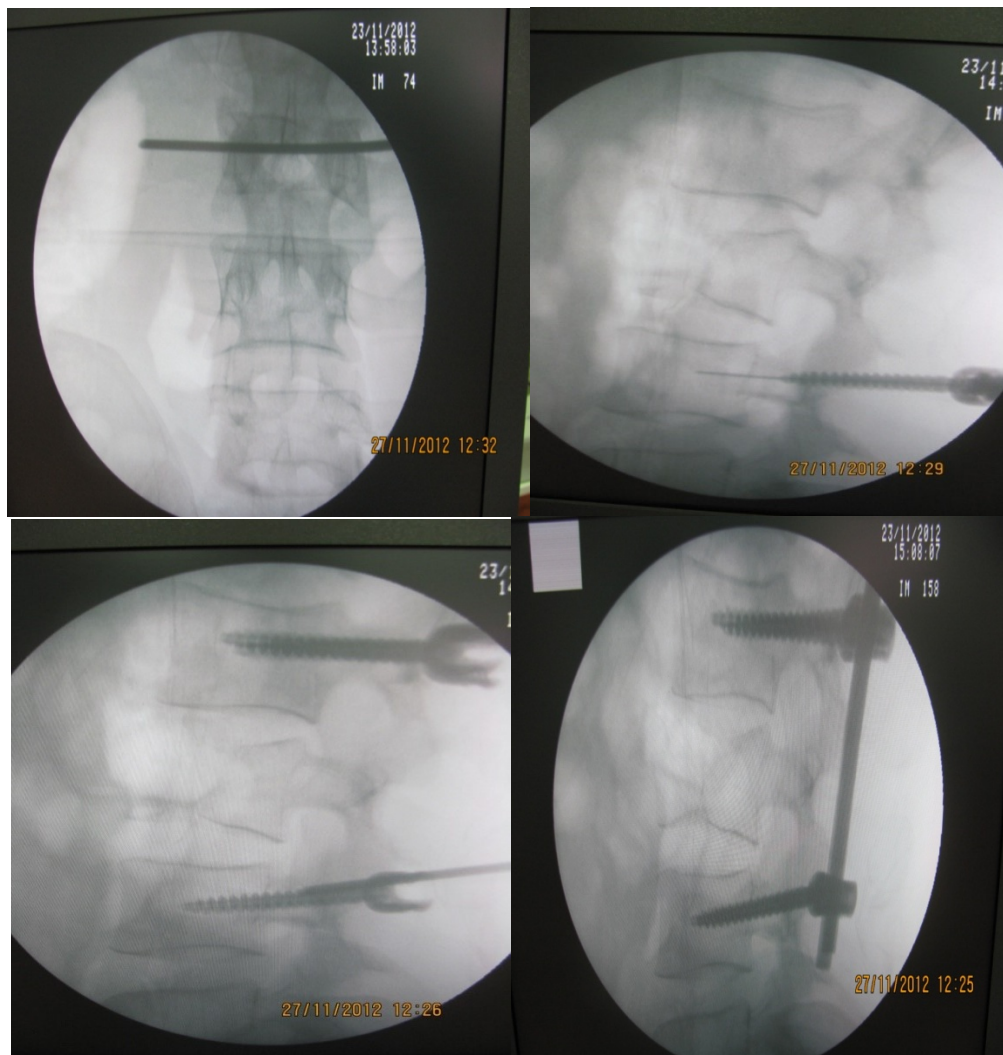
Рентгенологічне зображення ходу оперативного втручання у хворого М-яр, 34 роки, спостереження №70, історія хвороби №124449 із застосуванням систем ТПФ встановлених напіввідкритим способом, проведено стабілізацію компресійно-уламкового перелому L3 хребця, вісь хребта відновлено.
